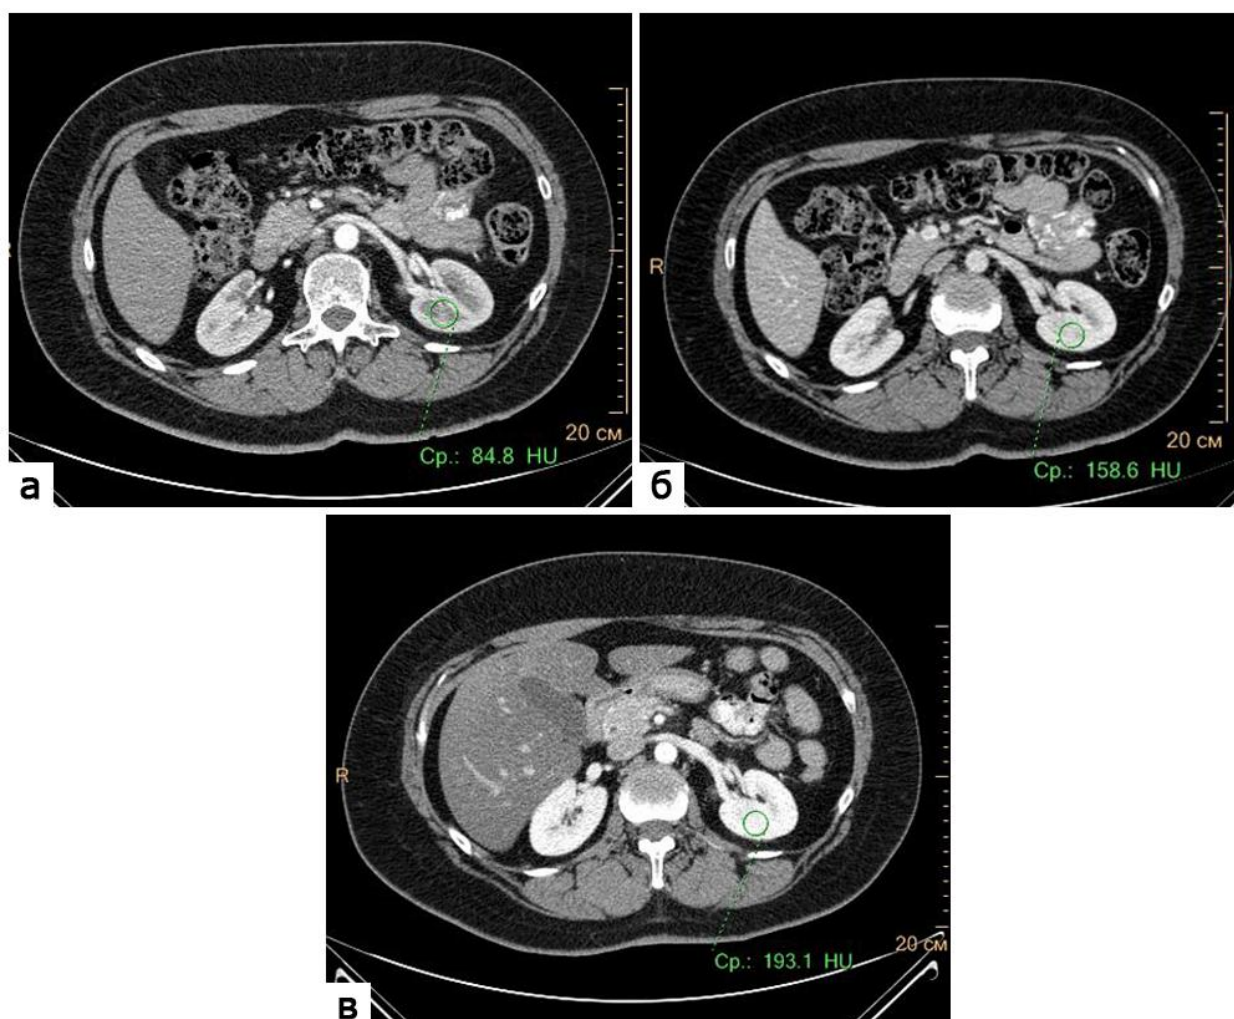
КТ-изображения брюшной полости на уровне ворот почек: а, б – артериальная и портальная фазы при стандартной двухфазной МСКТ; в – венозно-артериальная фаза при одномоментной МСКТ. Показатели рентгеновской плотности и особенности паттерна контрастирования паренхимы почек (окружности, выноски)
